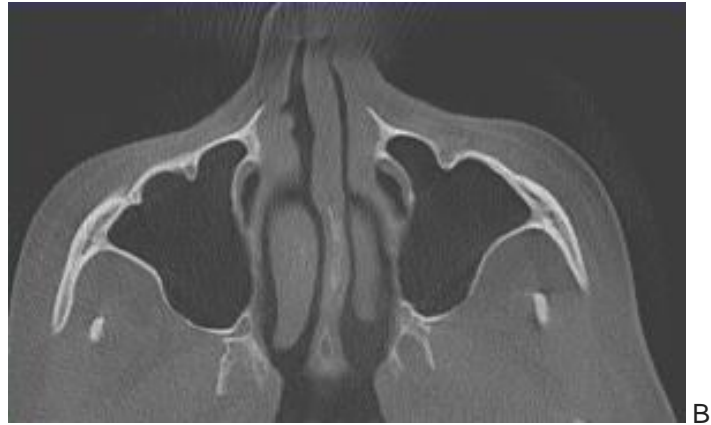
Senos maxilares, imágenes con tomografía computada Cone Beam. A. Corte coronal. B. Corte axial. Fuente: FOUNNE Servicio Radiología. Material imagenológico. Corrientes Argentina; 2017.
